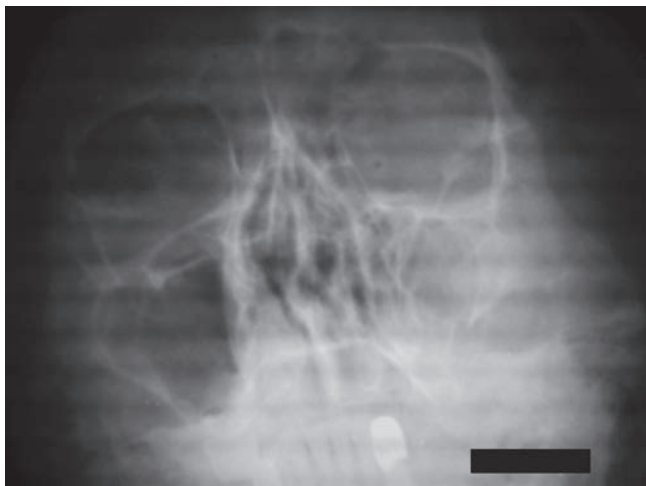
Рентгенография черепа в полуаксиальной проекции больной А., 42 года. Травматических изменений левой скуловой дуги не отмечается
